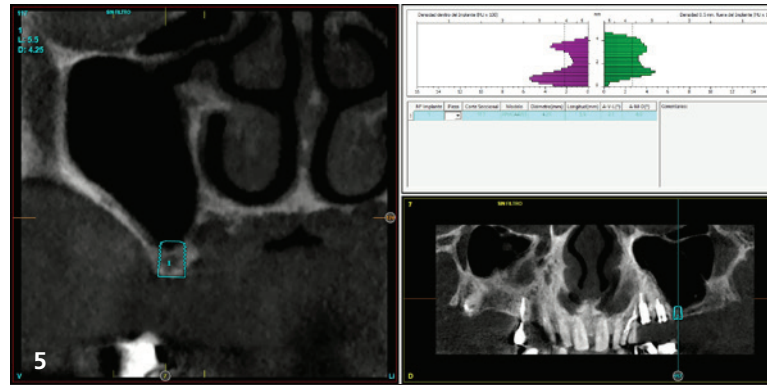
Ausgangsröntgenbild. Mehrere kariöse Läsionen im Restgebiss sowie Implantate, die aus unterschiedlichen Gründen nicht belastet wurden. Frakturierte prothetische Komponenten der Verbindung zu den beiden Implantaten im Oberkiefer und zum Implantat 32. Fraktur von Implantat 42 auf Höhe der Implantatkrone. – Abb. 5: Ausschnitt aus der Planungs-DVT, der zeigt, wie das extra-kurze Implantat im linken Oberkiefer gesetzt werden könnte. – Abb. 6: Panoramaröntgenbild nach endodontischer Behandlung im Oberkiefer, Stumpfaufbau und Einsetzen von provisorischen Kunststoffkronen zur Bisshebung.
